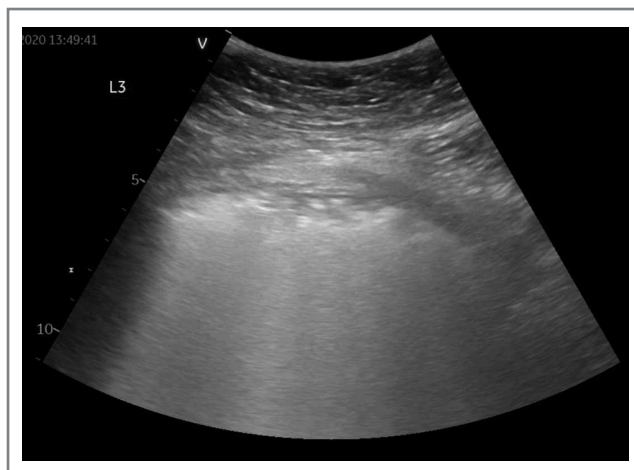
УЗИ легких у пациента с COVID-19.
